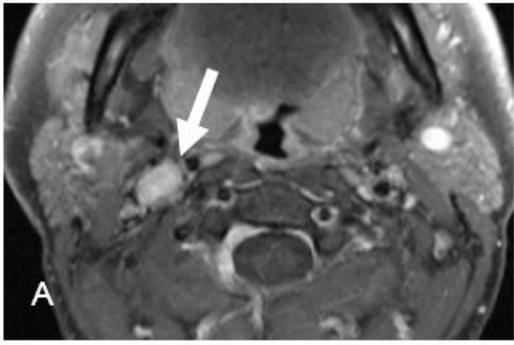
患者, 36岁, *SDHD*基因突变。血管球瘤术后影像学检查发现头颅右侧有一个新的颈动脉球瘤 (A和C, 顶部箭头), 左侧腹腔有一个嗜铬细胞瘤, 肺动脉和主动脉之间有一个非常小的胸腔嗜铬细胞瘤 (D, E; D-CT, E-MRI)。C: [¹⁸F] DOPA-PET清晰地显示为靠近心脏的颈动脉球瘤 (箭头)。然而胸腔并未检查到可疑肿瘤。
